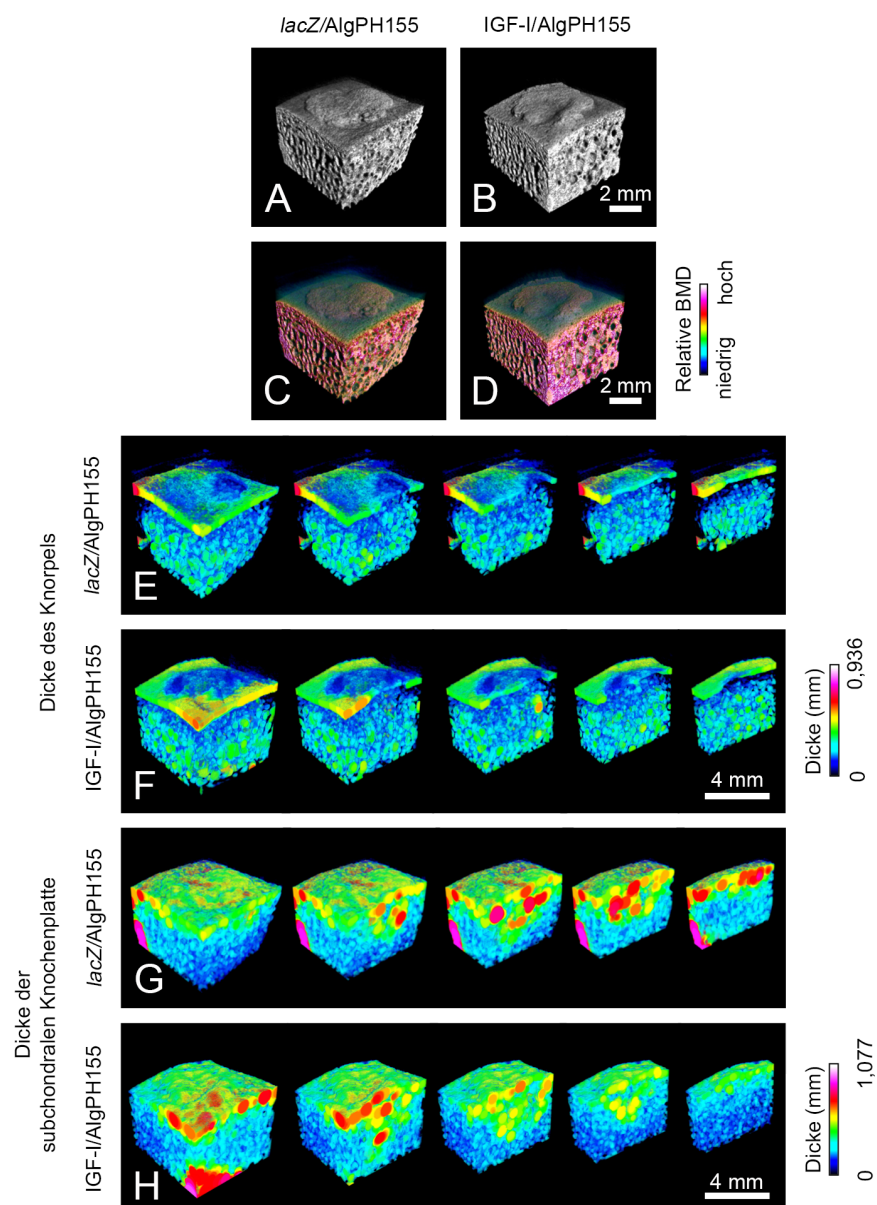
Repräsentative Micro-CT-Scans und farbkodierte 3D Rekonstruktion der Defektareale ein Jahr postoperativ; lacZ/AlgPH155 (A, C, E, G), IGF-I/AlgPh155 (B, D, F, H); Übersichtsbild (A, B), farbkodierte BMD (C, D), farbkodierte Dicke des Knorpels (E, F), farbkodierte Dicke der subchondralen Knochenplatte (G, H).
